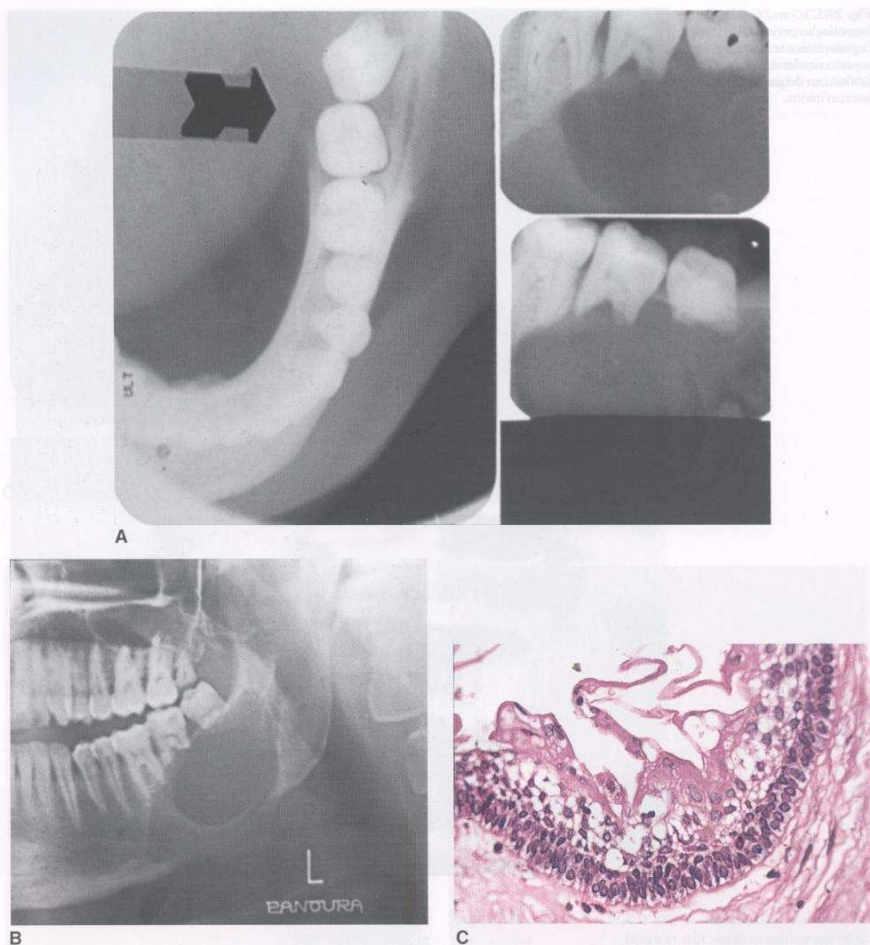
Ameloblastoma unicístico. A y B. La lesión unicavitaria determinó reabsorción radicular; expansión de la cortical externa y destrucción de la tabla interna. La radiografía panorámica señala los límites y la extensión del tumor. C. HE  $\times 400$ : epitelio quístico con degeneración de tipo retículo estelar en tercio medio y superior del epitelio, y regimentación de los núcleos basales con disposición antibasal de los núcleos, que le confieren aspecto ameloblástico.
